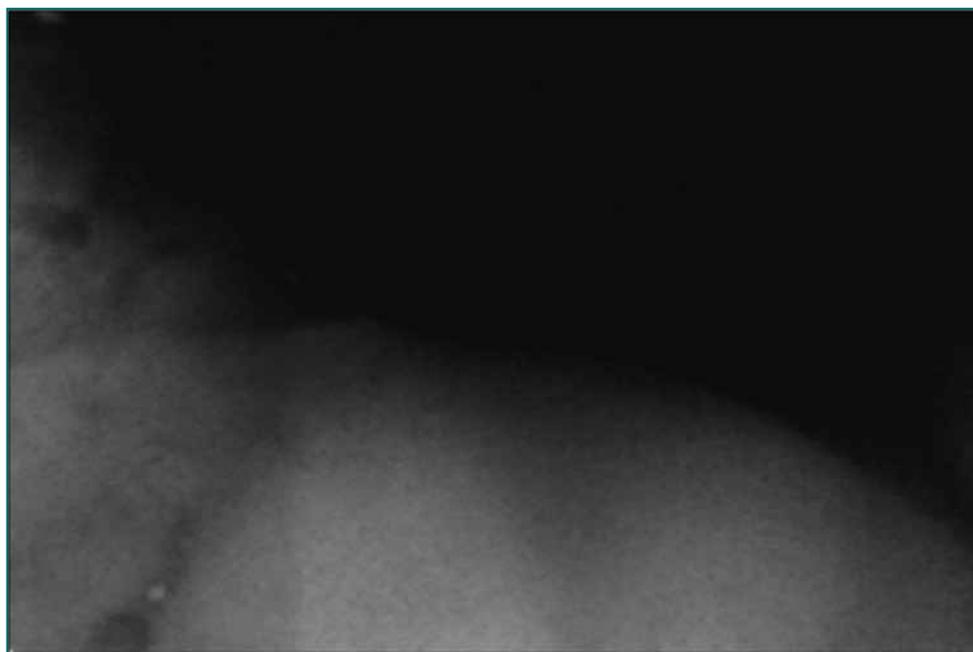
Radiografía en la que se observa la ausencia de cuerpos extraños.
